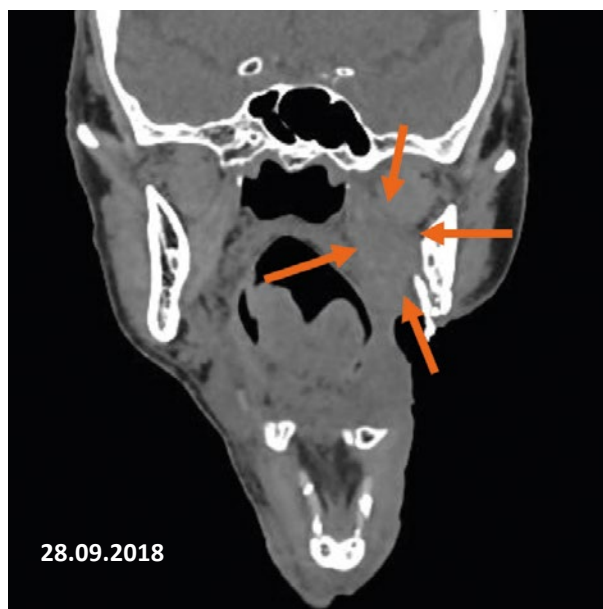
КТ-граммы больного К. через 2,5 месяца терапии ниволумабом. Положительная динамика, фронтальная проекция. Стрелками указаны границы опухоли.
